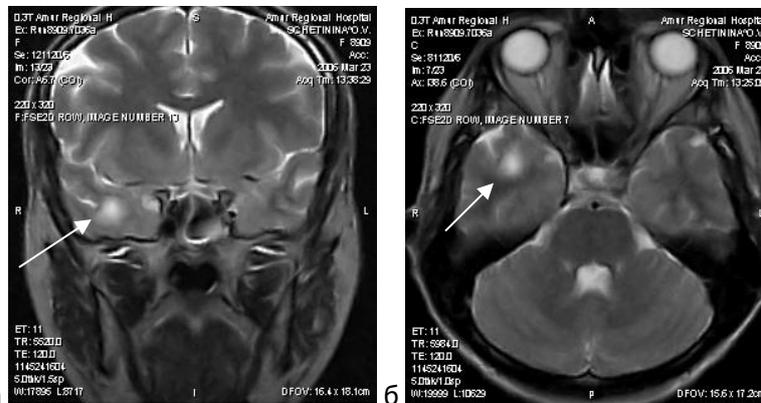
МРТ черепа (а – фронтальная и б – аксиальная проекция от 23.03.06 г.) больной Ш., 40 лет (отмечено увеличение очагового образования в теменно-височной области).
